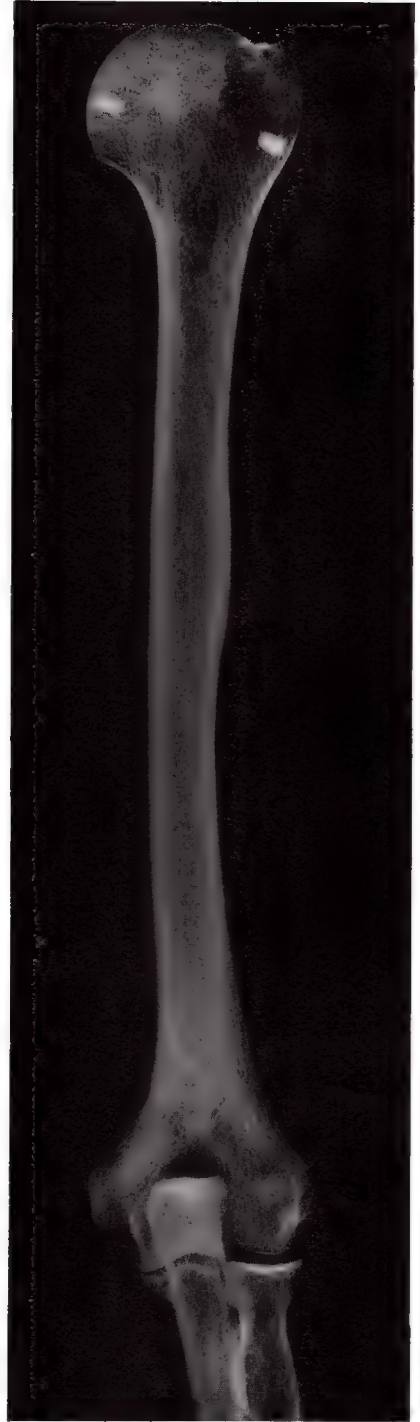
Radiografía del húmero y relaciones de su extremidad inferior con las extremidades superiores del radio y del cúbito.
